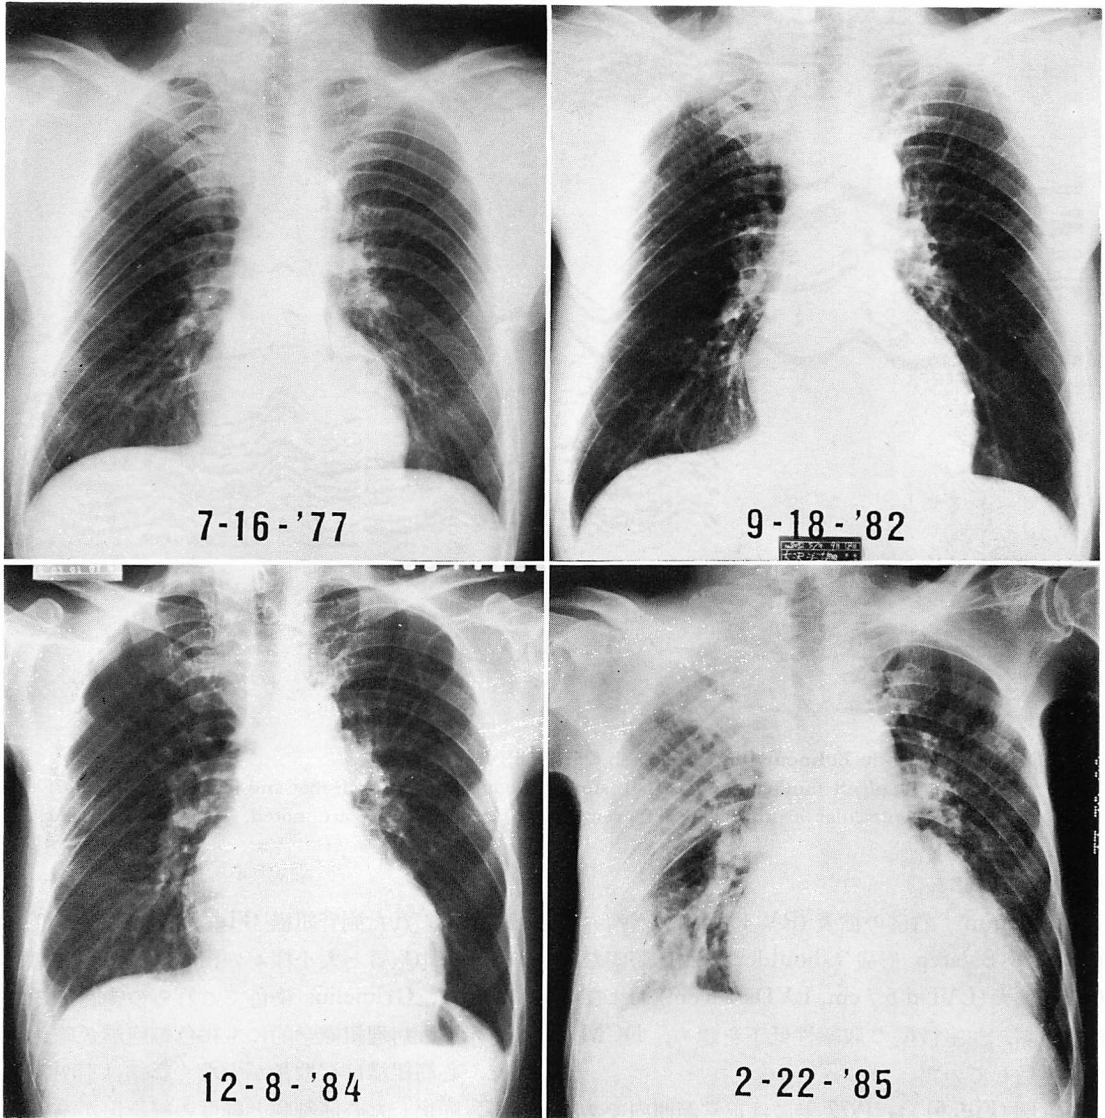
Chest radiographs.
